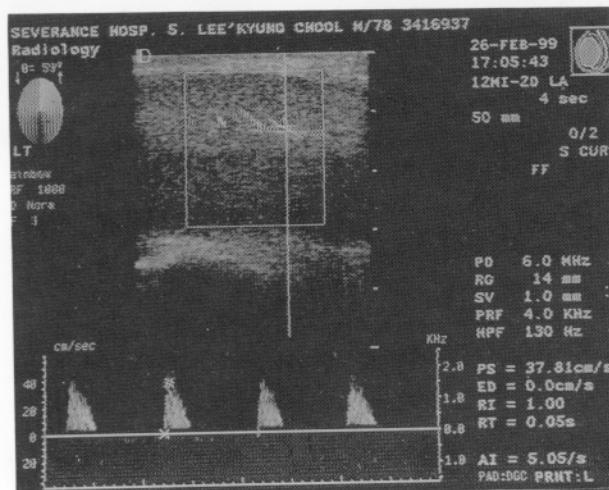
Penile doppler ultrasonogram shows a peak systolic velocity of cavernous artery of 37.81cm/s and no abnormal mass lesion in the corpus carvernosum.
